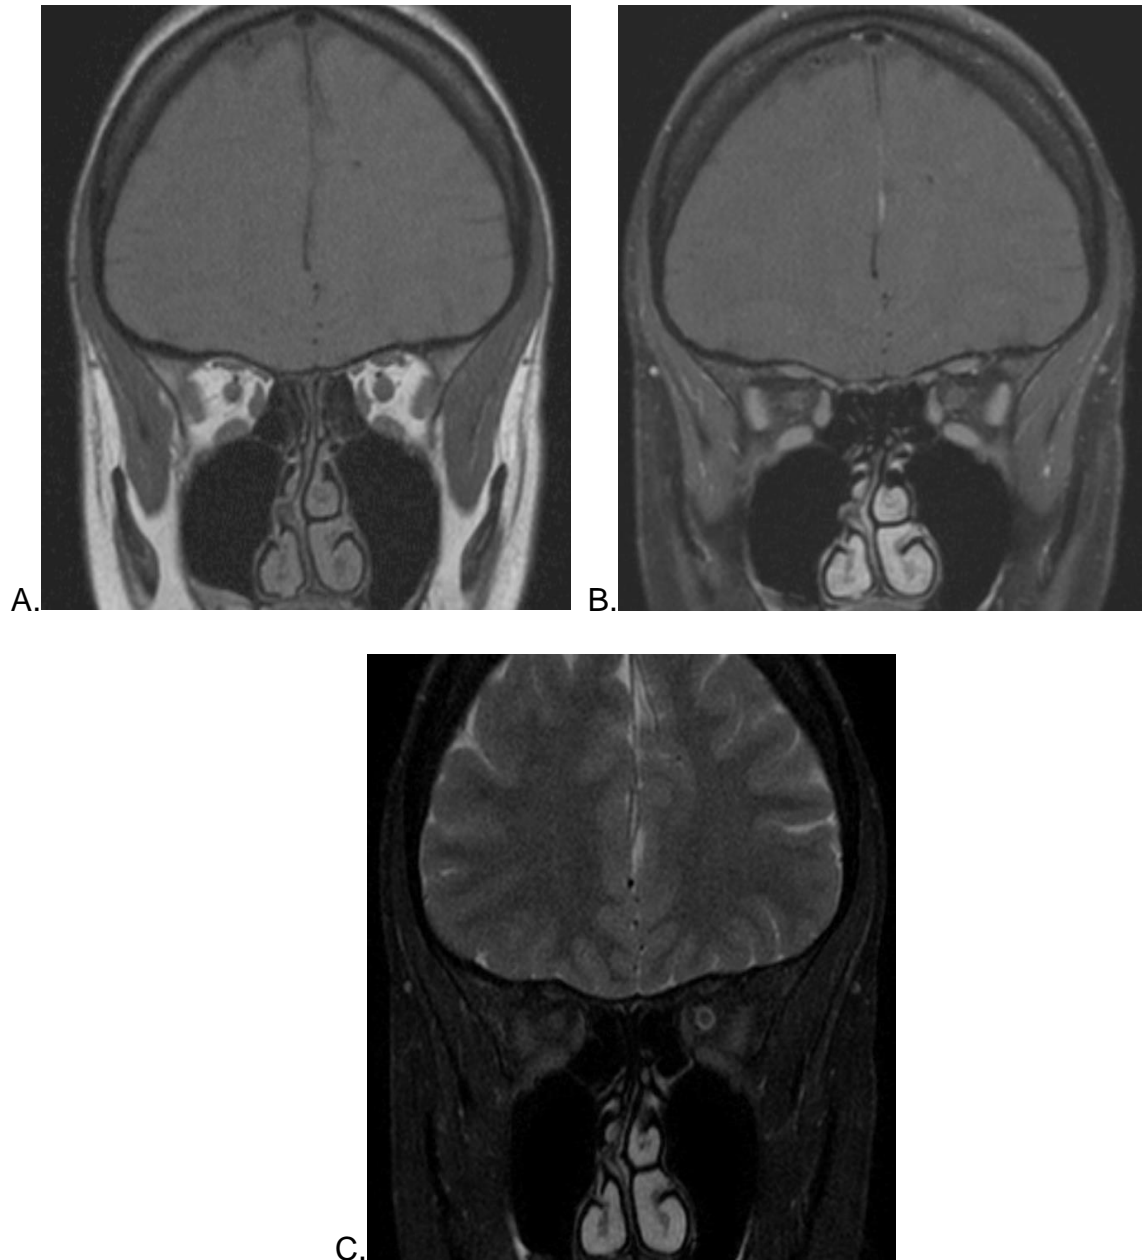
IRM orbitaire conventionnelle. A) Séquence coronale T1 sans injection de gadolinium. B) Séquence coronale T1 après injection de gadolinium. C) Séquence coronale T2 avec saturation du signal de la graisse.
